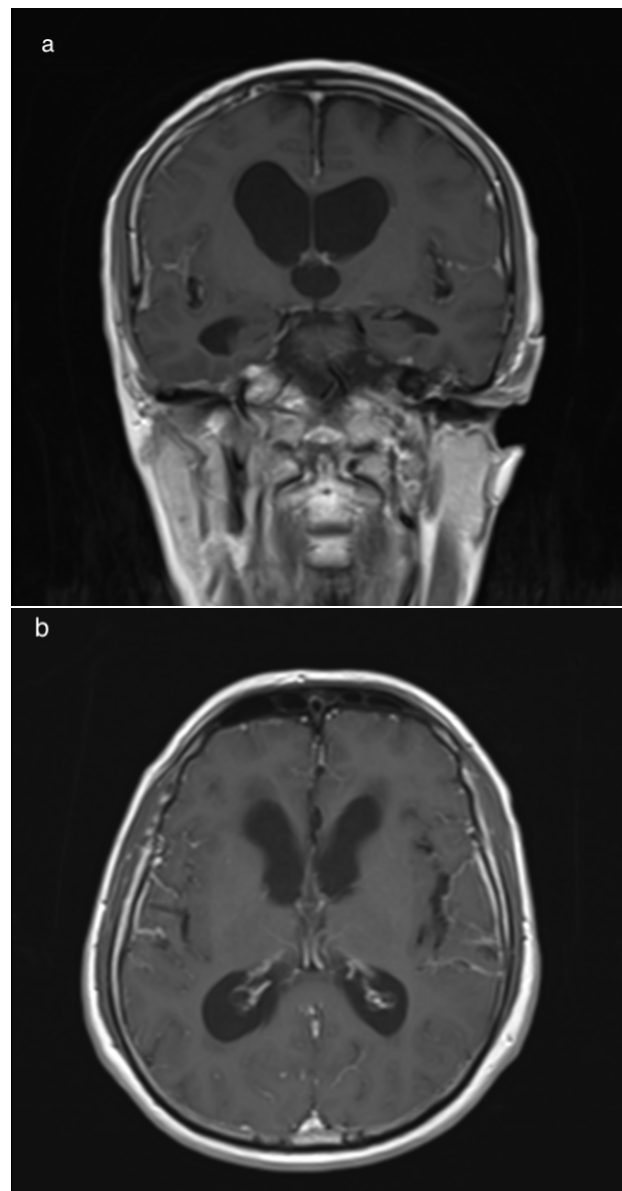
Resonancia magnética cerebral en secuencia T1 con medio de contraste. (a) Dilatación de los ventrículos laterales y realce dural anormal de la hoz interhemisférica frontal, (b) Realce leptomeníngeo en las fosas temporales de predominio derecho.
